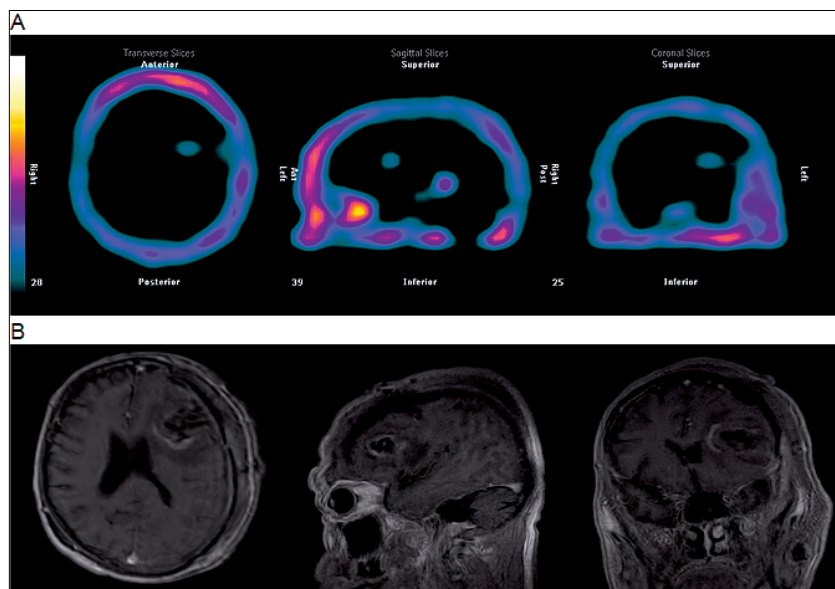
Post-surgical early stage brain SPECT with 99mTc-MIBI (A) and skull and T1-weighted MRI (B).
